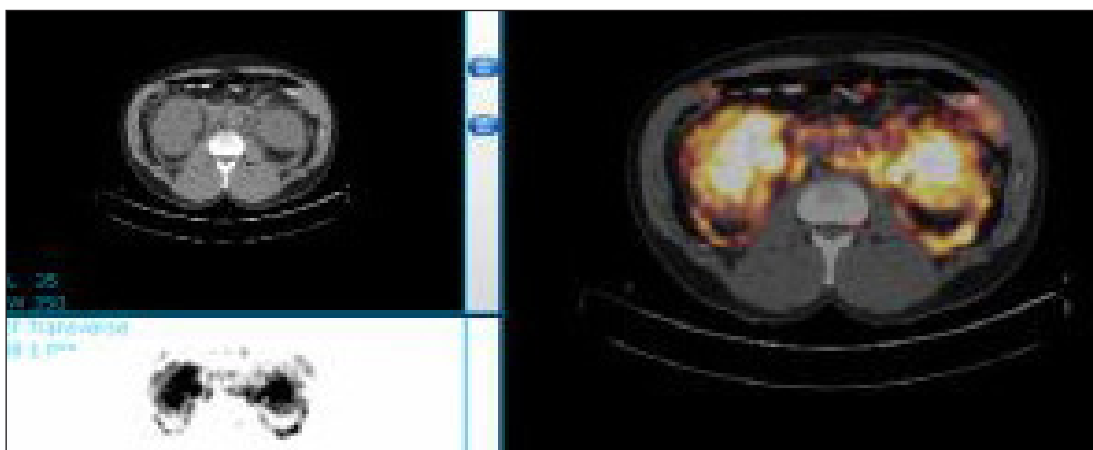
PET scan de l'abdomen: la coupe transverse aux zones d'épaississement des capsules rénales correspond à une hyperactivité métabolique.
